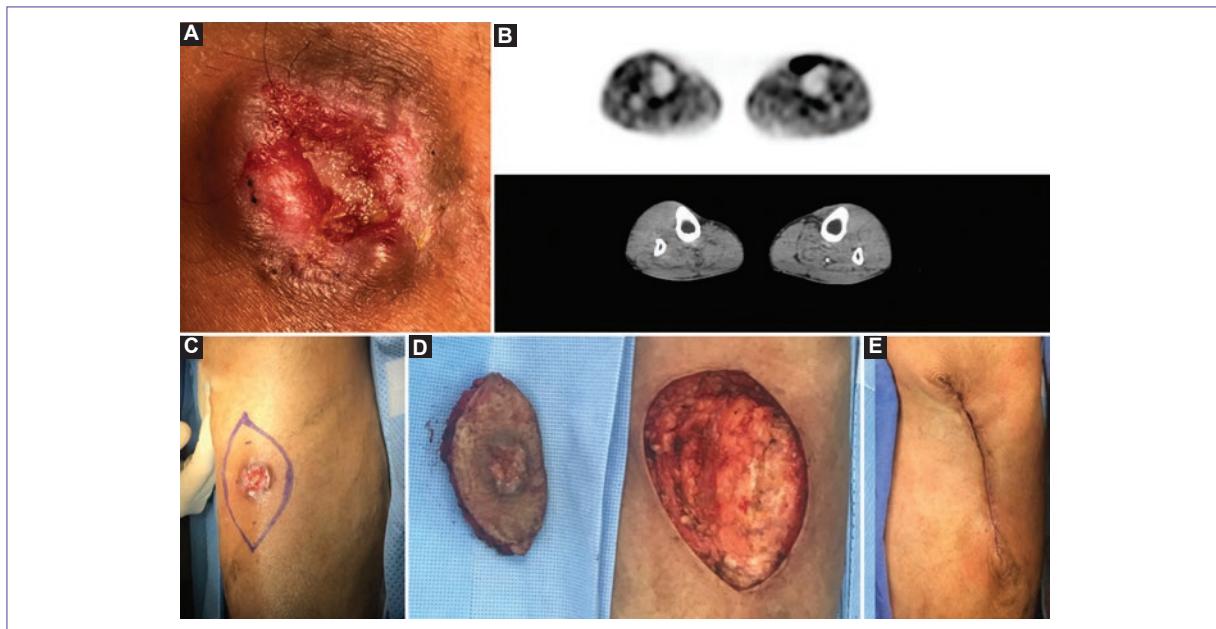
A: lesión indurada, ulcerada e hiperpigmentada con presencia de nódulo hipermetabólico en el PET-CT (B). C: resección quirúrgica con incisión con márgenes amplios, así como disección de tejidos blandos hasta planos profundos (D). E: cierre de planos con material multifilamento absorbible para dermis. PET-CT: tomografía por emisión de positrones - tomografía computarizada.
